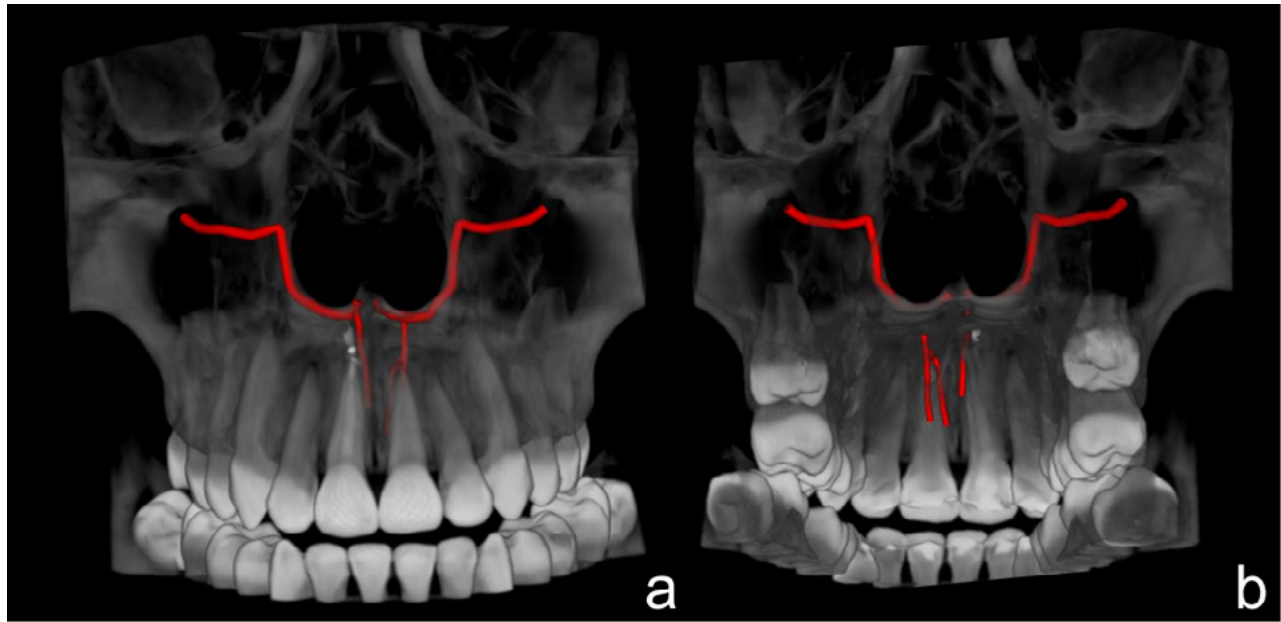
Reconstrucción volumétrica 3D de tomografía computarizada de haz cónico del maxilar, donde se observan conductos sinusos bilaterales en maxilar, emergiendo desde canal infraorbitario hacia la pared lateral y piso de fosas nasales, y conducto accesorio: a) Vista anteroposterior; b) Vista superior.
